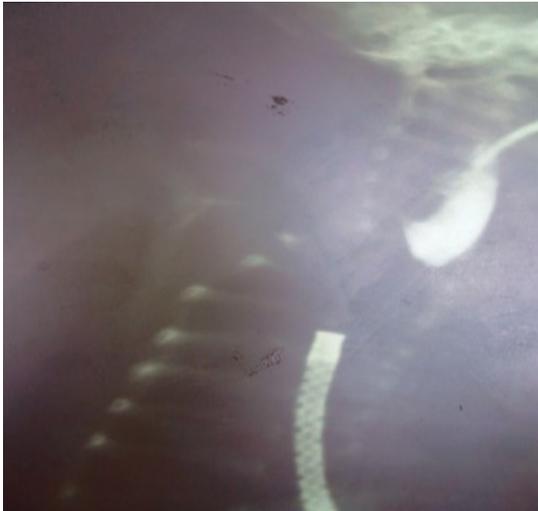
Рентгенограмма через 3 недели после бужирования
